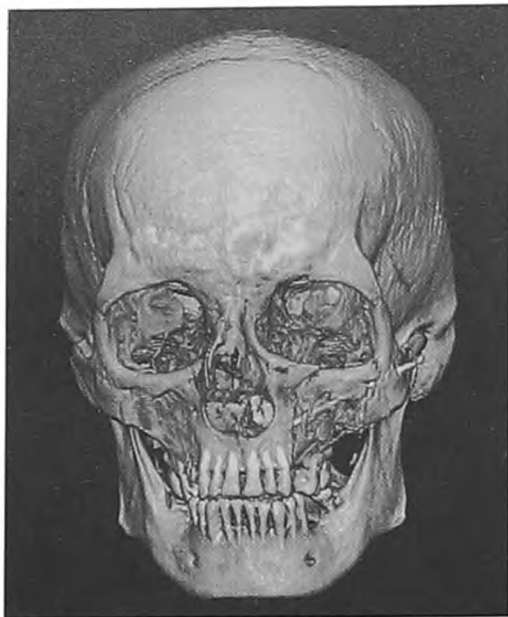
Компьютерная томограмма MPR больного Г. после операции
